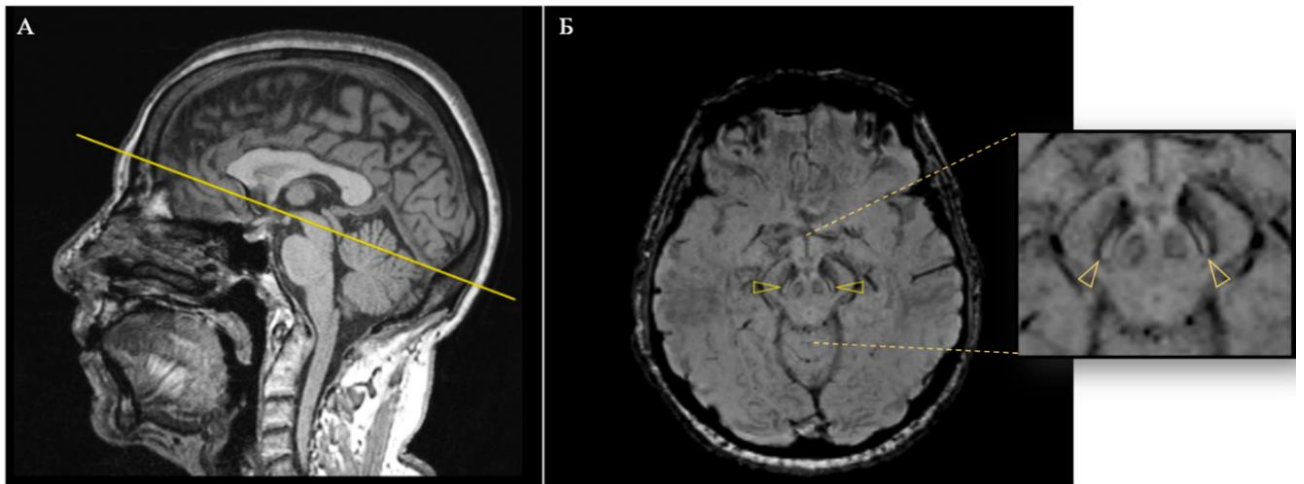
МРТ головного мозга испытуемого из группы контроля (женщина, 65 лет), 3 Тл (Magnetom Prisma), методика визуализации нигросомы-1. А: режим T1 MPR, сагиттальная плоскость, срединный срез. Желтой линией показан уровень и наклон аксиальных срезов для визуализации нигросомы-1. Б: режим SWI, срез проходит через середину ножек мозга; нигросомы указаны желтыми стрелками.
